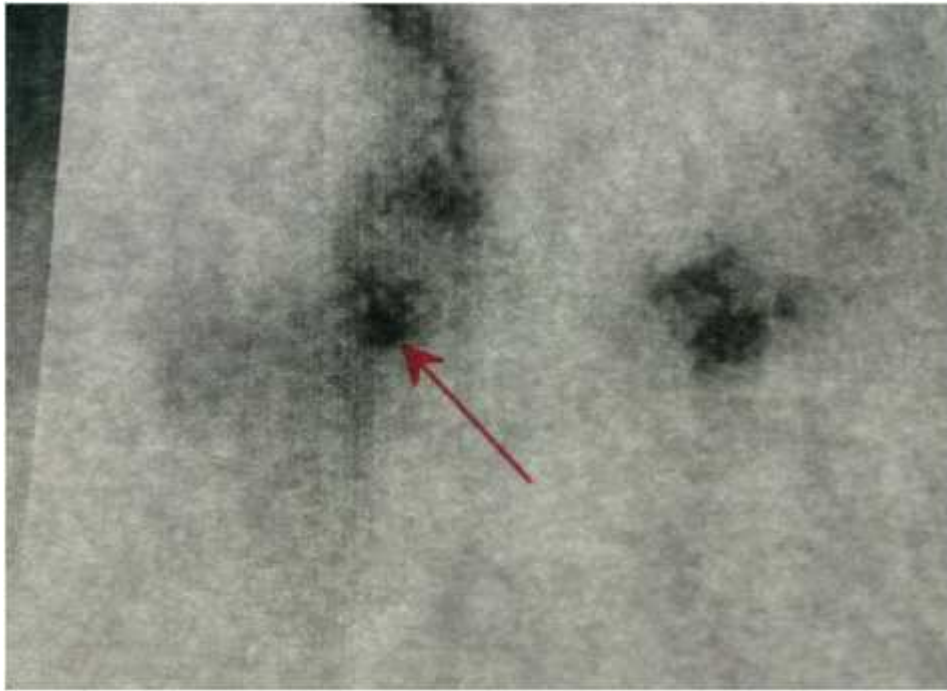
scintigraphie osseuse montrant un point hyper fixant en regard du bord inférieur du col fémoral
